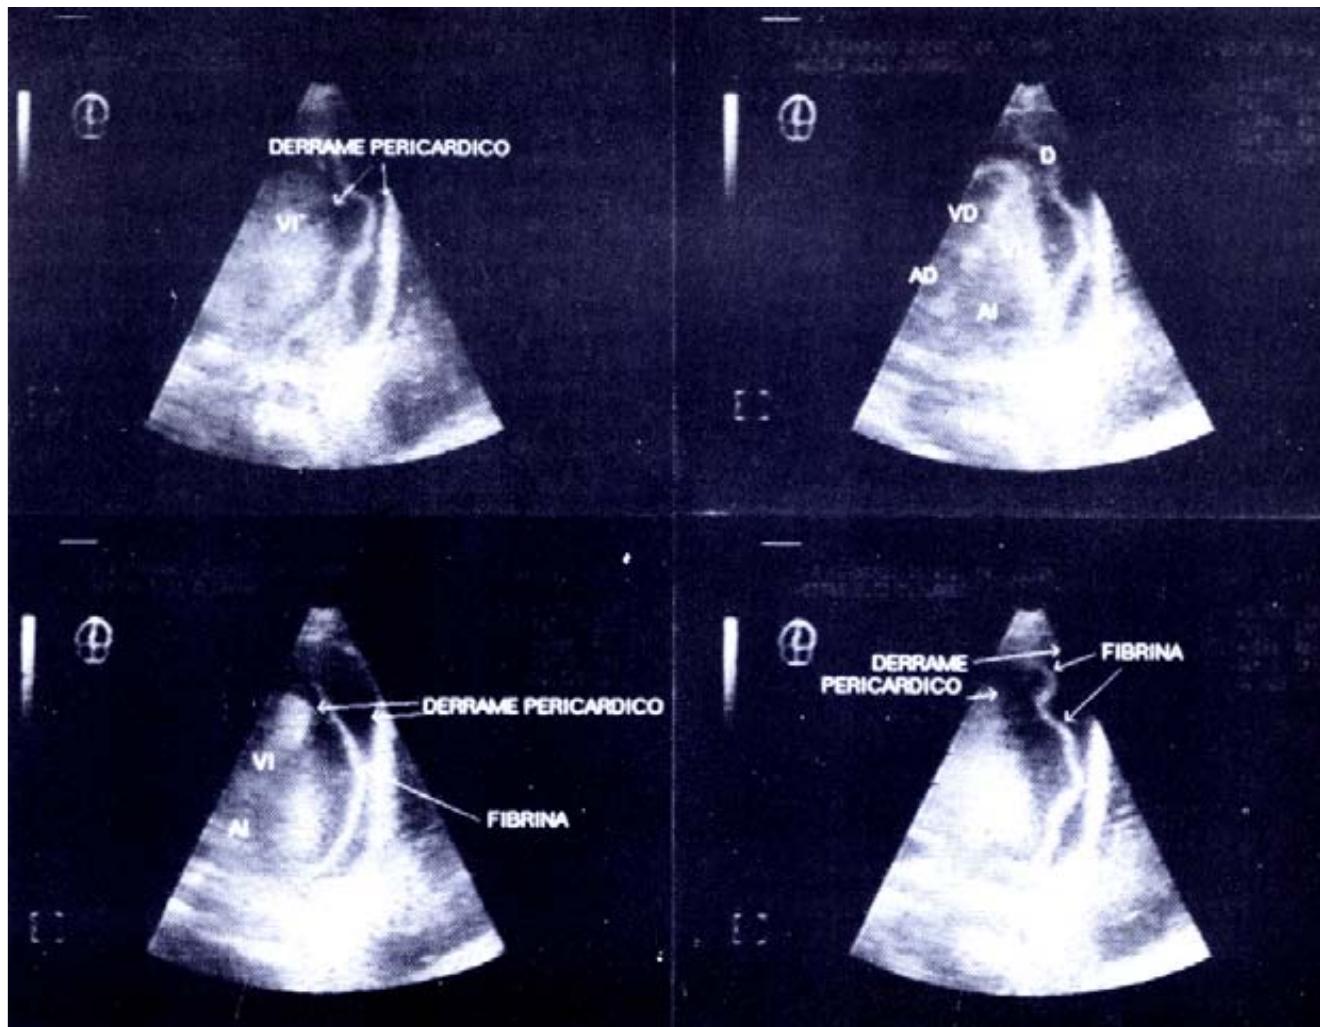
Ecocardiograma bidimensional con tamponade cardiaco.
